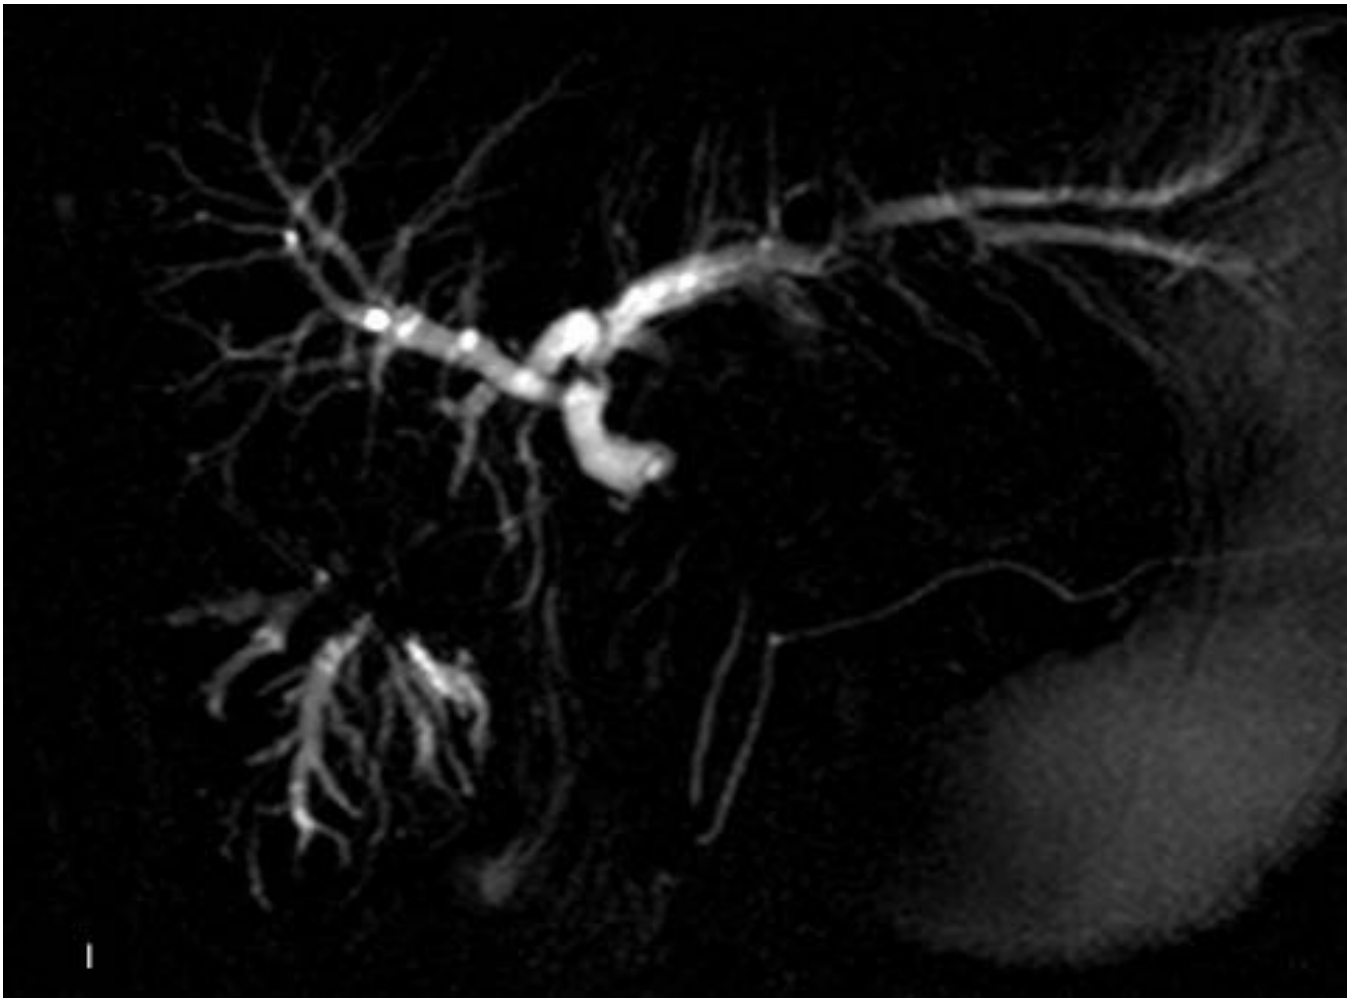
Colangiografía RM donde se evidencia un efecto vacío en lóbulo hepático derecho condicionado por el CC de crecimiento expansivo. Además se identifica una estenosis abrupta del conducto hepático común condicionada por segundo foco de CC, que condiciona la dilatación generalizada de la vía biliar intrahepática.
